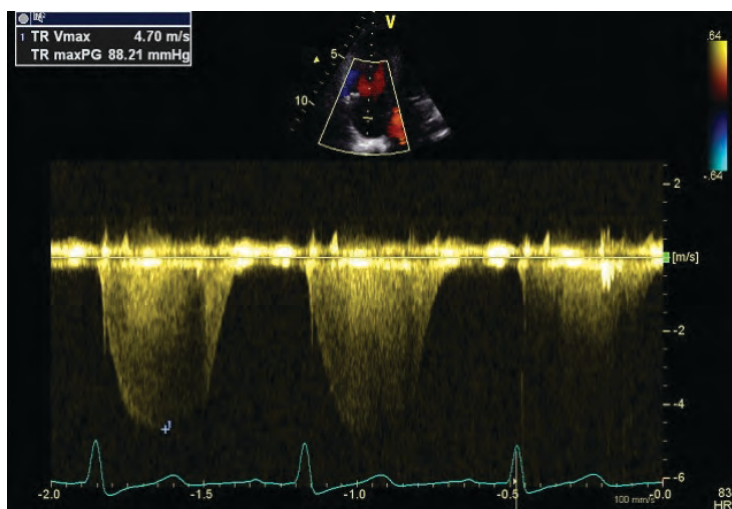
Înregistrare Doppler continuu a fluxului de regurgitare tricuspidiană din secțiune apicală 4 camere, evidențiind hipertensiune arterială pulmonară severă (gradient maxim VD-AD de 88 mmHg, presiunea arterială sistolică pulmonară estimată la 98 mmHg).
